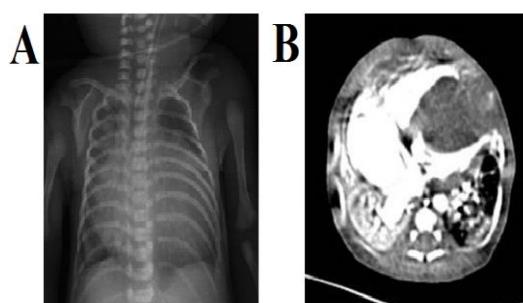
(A) Telecardiography and (B) thorax computerized tomography views of the patient showing serious cardiomegaly and lung immaturity.
